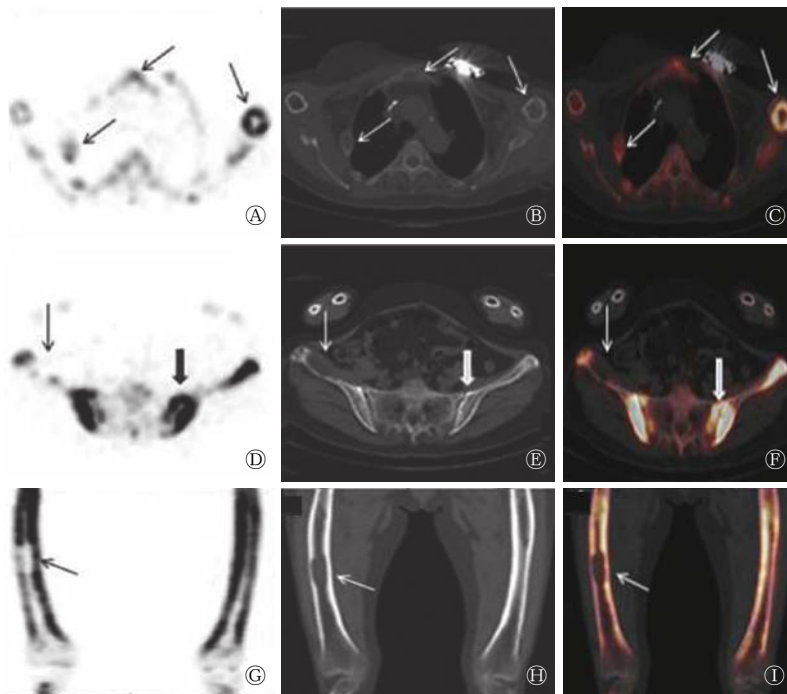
甲状旁腺功能亢进性骨病患者(女性, 65岁, 与图2为同一患者)的 ^{18}F -NaF PET/CT骨显像断层融合显像图 图中, 胸骨、右侧肋骨、左侧肱骨上段(A~C, 箭头所示)、右侧肋骨(D~F, 细箭头所示)、右侧股骨干(G~I, 箭头所示)等多处膨胀性、溶骨性骨质破坏, 伴显像剂浓聚、稀疏并存, 双侧侧骶髂关节间隙增宽、毛糙, 以左侧为著(D~F, 粗箭头所示)。PET/CT: 正电子发射断层显像计算机断层摄影术。
